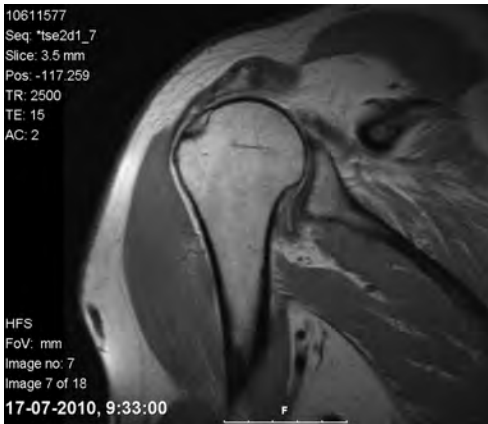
Ressonância Magnética de um ombro direito de um homem de 52 anos revela rutura maciça da coifa dos rotadores com migração superior da cabeça umeral, retração tendinosa e atrofia/esteatose muscular.
